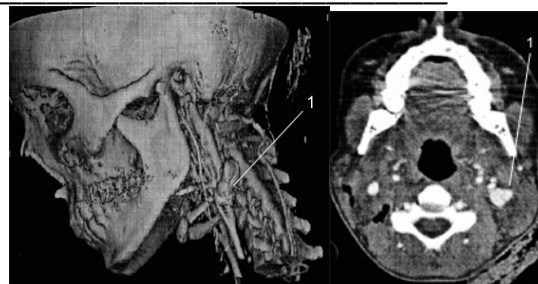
Спиральная компьютерная томография с ангиоконтрастированием у раненой С. (№ и/б 178-98, поступила 16.01.98). Колото-резаное ранение шеи с повреждением ВЯВ: 1 — экстрavasация контрастного материала в проекции ВЯВ
